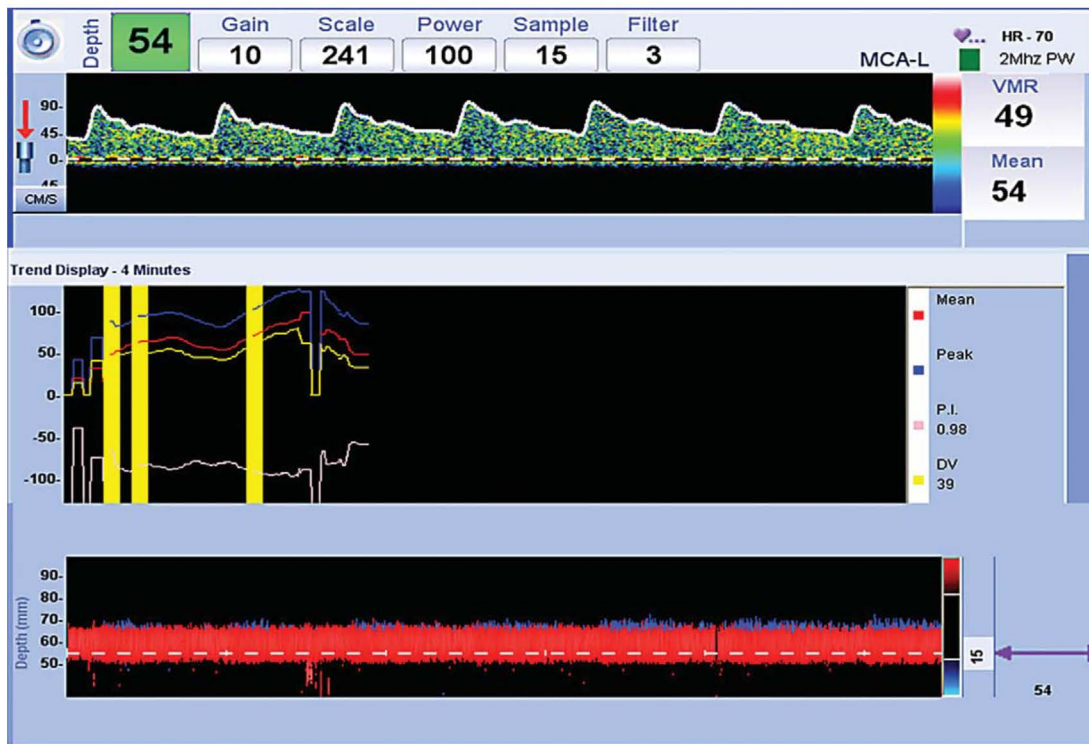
Example of transcranial Doppler ultrasound assessment of cerebrovascular reserve capacity in middle cerebral artery. Dedicated software enables direct visualization of flow velocities in a selected time frame with possibility of labeling the used vasoactive stimulus, e.g., breath-holding or acetazolamide injection (lower frame).
